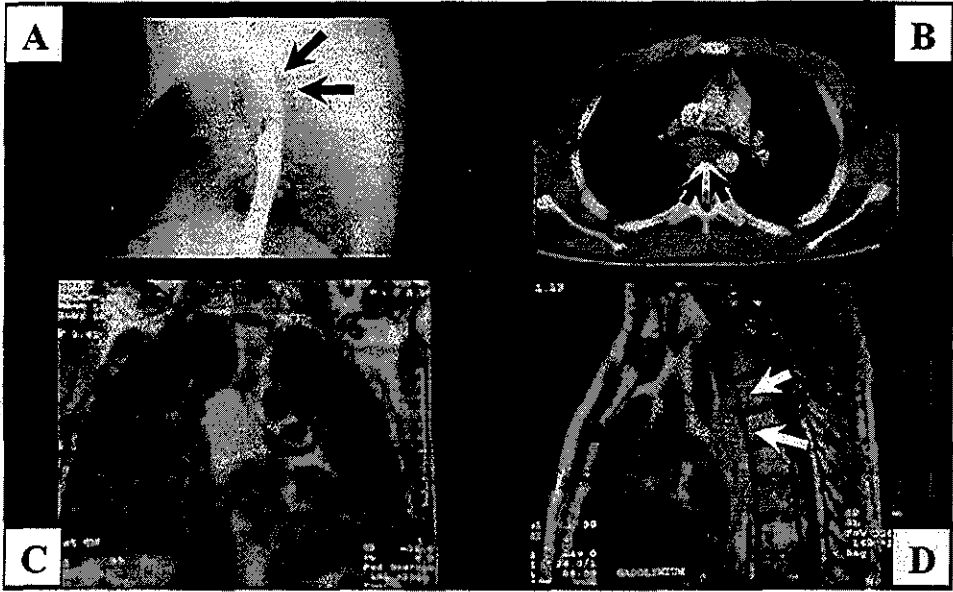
Leiomioma esofágico* A. Esofagograma Existe una disminución del calibre del tercio medio del esófago (flechas). B. TCH con contraste. La pared esofágica se encuentra engrosada sin observar luz en su interior y refuerza en forma moderada con el medio de contraste (flechas). C RM T1 coronal y D sagital donde se corrobora el engrosamiento de la pared esofágica en su tercio medio con obstrucción total de la luz (flechas).
